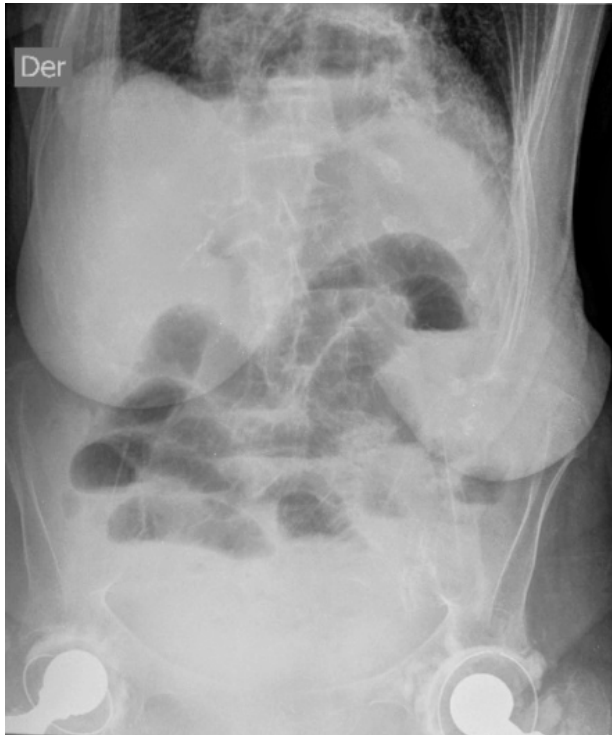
Radiografía directa de abdomen de pie, donde se constatan niveles hidroaéreos "signo en pila de monedas", centro abdominales.
